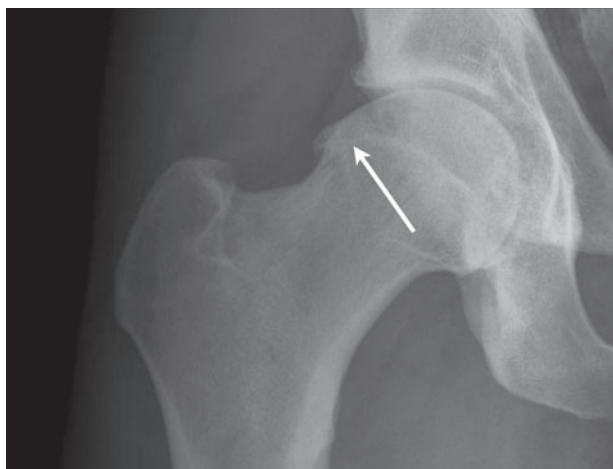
Radiografía frontal que muestra pérdida de la concavidad a lo largo de la transición cabeza-cuello femoral superior (flecha). Esta deformidad se denomina en "culata de pistola".
